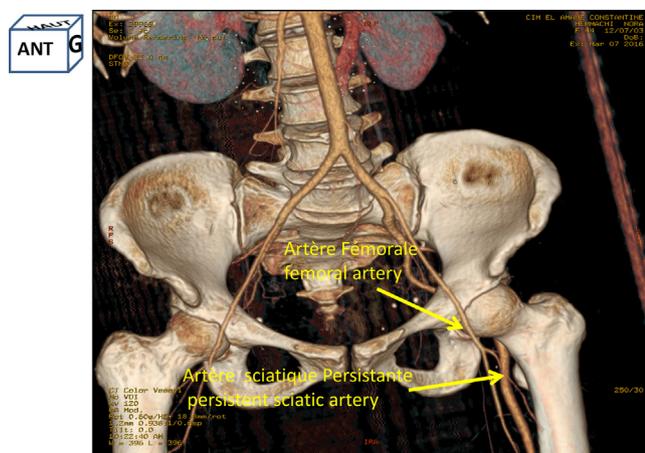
Angio-CT of the lower limbs (anterior view). Reconstruction 3D (volume rendering).
